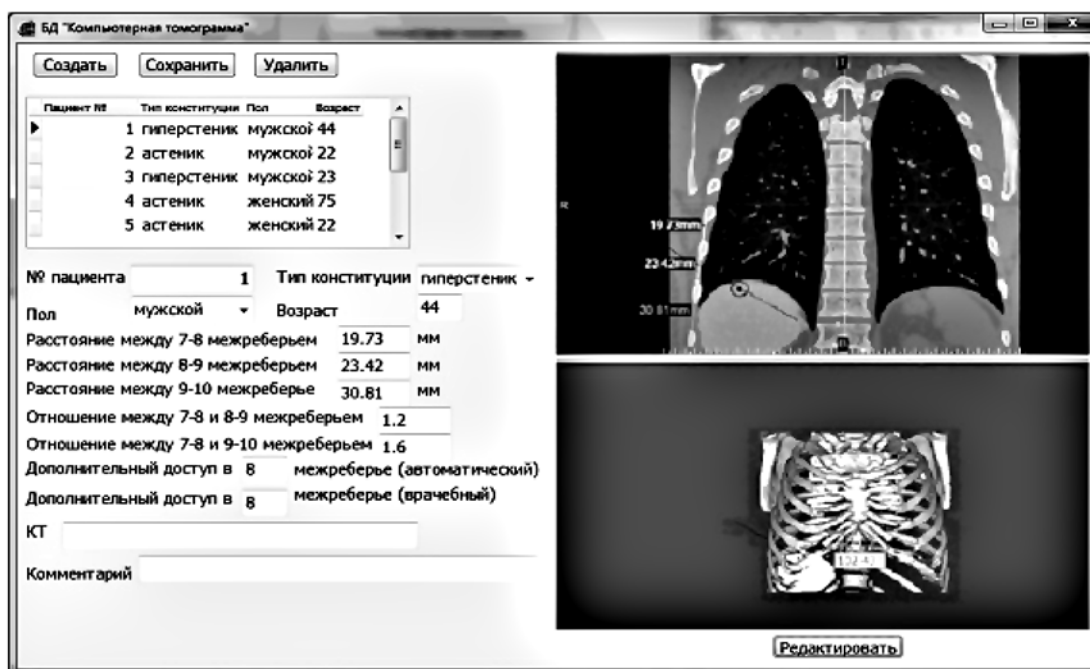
Интерфейс БД «Компьютерная томограмма»
